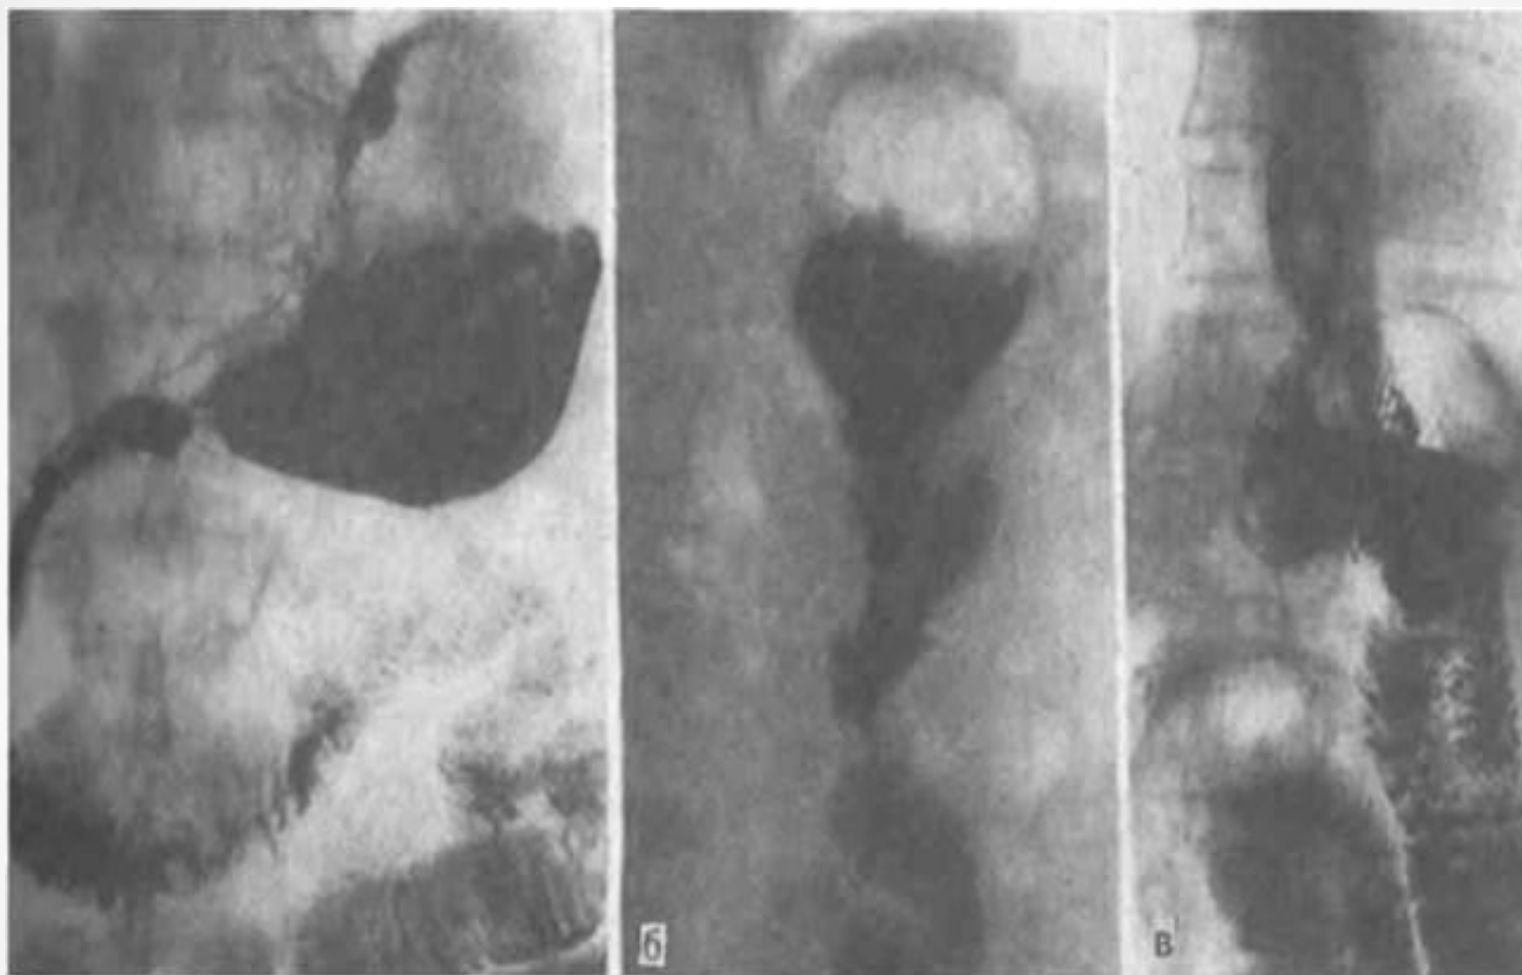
Рентгенологическая картина оперированного желудка
